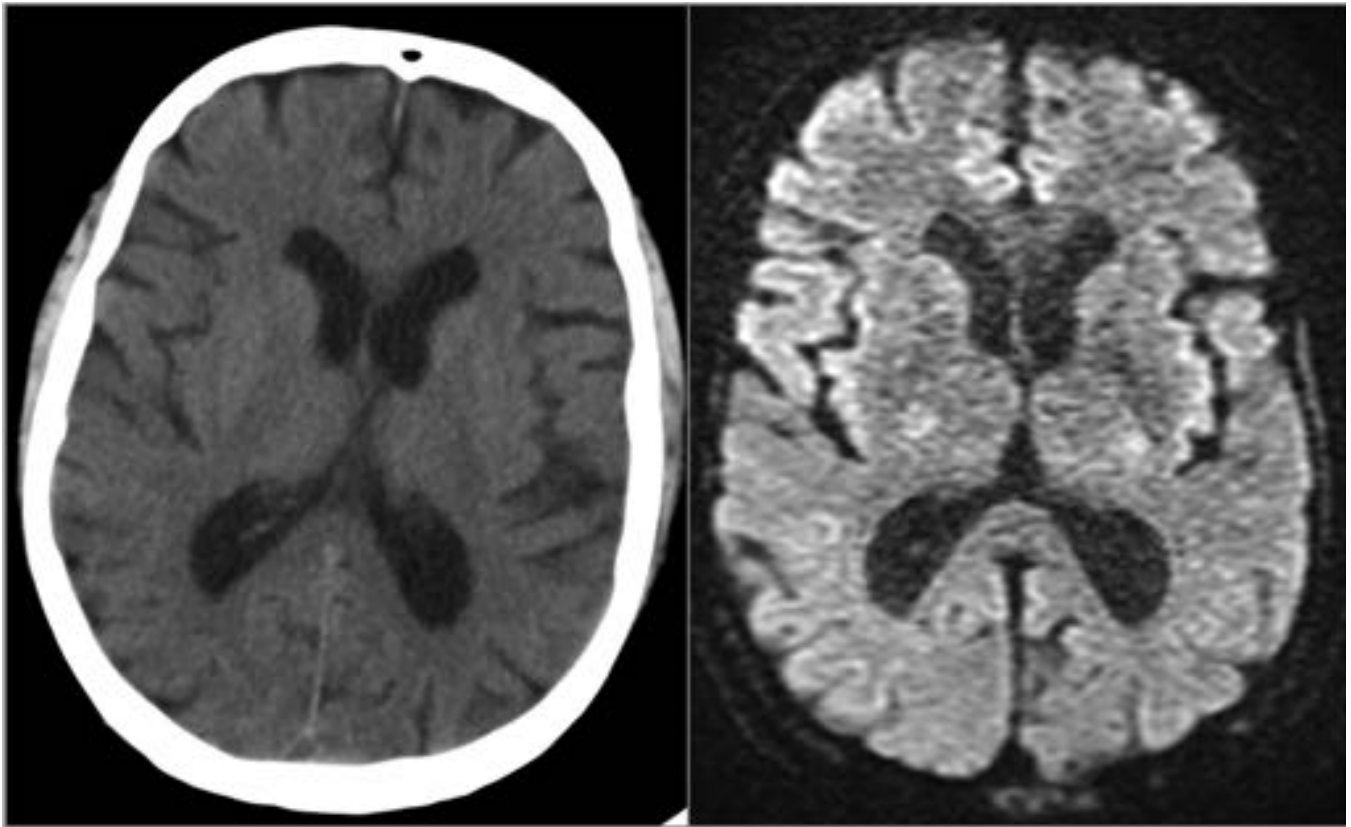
Las imágenes de TCSC y RM no mostraron cambios isquémicos parenquimatosos agudos.
